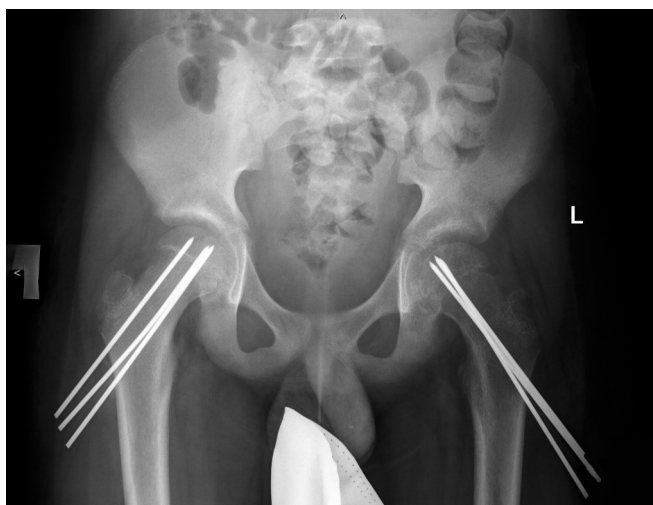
Постоперационная рентгенограмма тазобедренных суставов в прямой проекции. Соотношение костных отломков удовлетворительное. Стояние спиц правильное. Остеопороз головки левой бедренной кости
